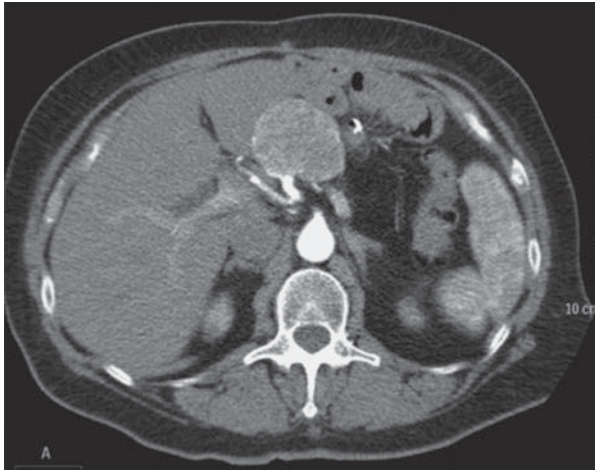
МСКТ брюшной полости. Артериальная фаза. Микр окистозная солидная цистаденома тела поджелудочной железы. Опухоль ярко контрастируется и имитирует НЭН поджелудочной железы.
